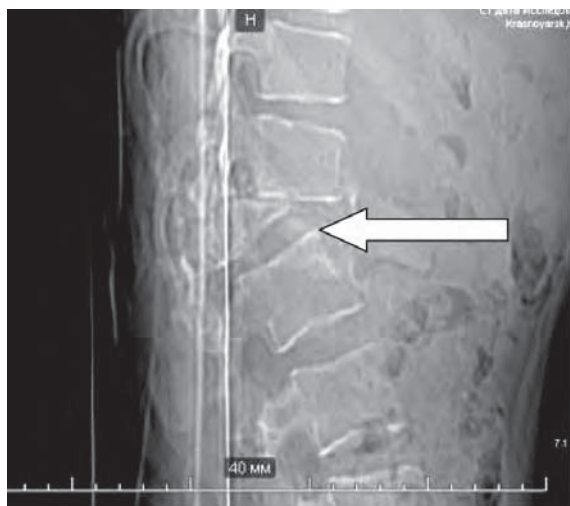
МСКТ-снимок пациента с компрессионно-оскольчатый переломом позвонка Th12, сагиттальная проекция
